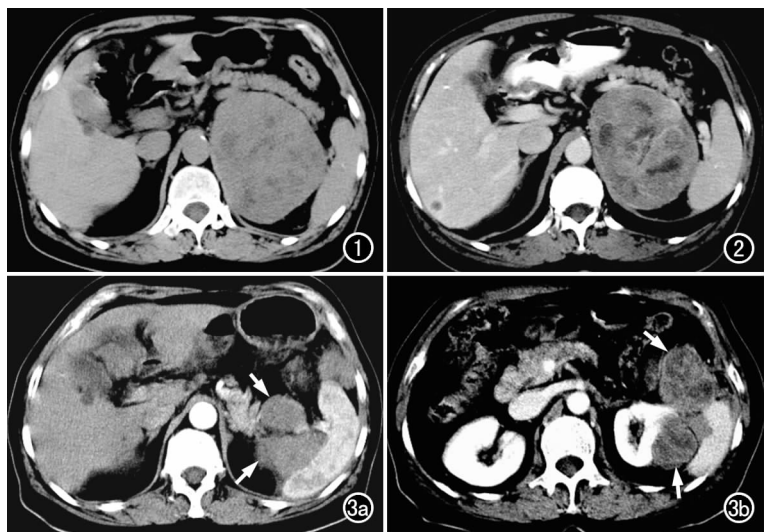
CT 平扫示左肾上腺区见巨大肿块影, 密度不均。图 2 CT 增强扫描示肿块呈不均匀强化, 包膜明显强化, 胰体尾部及脾静脉向前移位, 边界尚清晰。图 3 术后 4 个月 CT 增强扫描。a) 脾门水平示左肾上腺肿瘤复发(箭); b) 稍下方层面示左侧腹腔和腹膜后多发转移结节(箭), 脾脏和左肾受侵犯。
